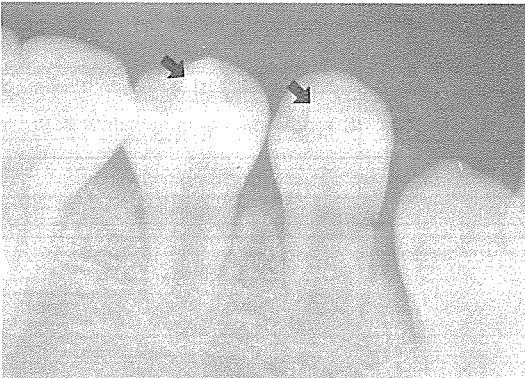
하악 우측 제 1, 2 소구치에 나타난 dens evaginatus의 방사선 사진
